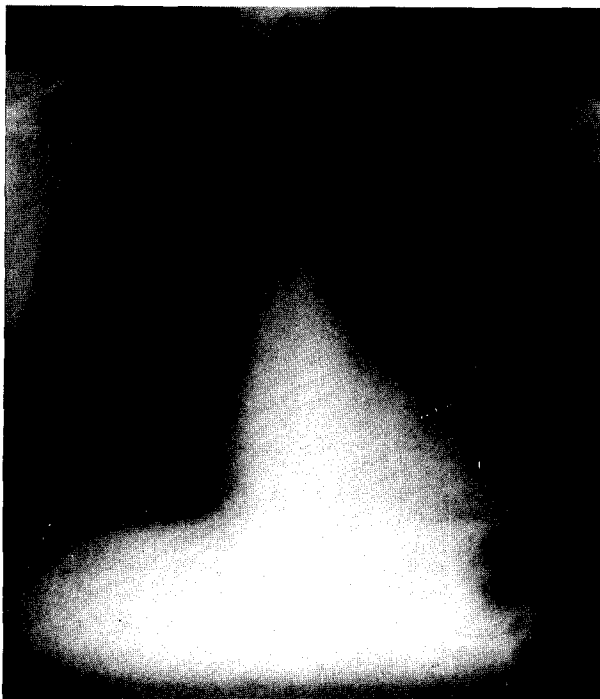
Radiografía de tórax. Aumento del diámetro transversal cardíaco, originado por el derrame pericárdico.
